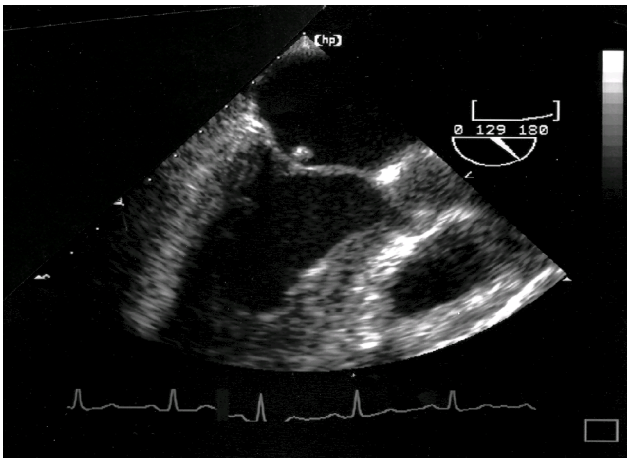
Echocardiography on admission show movable 3~5 mm vegetation in pulmonary artery.
